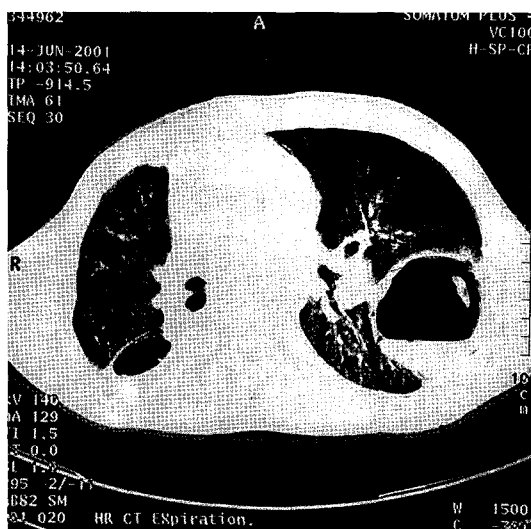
Chest computed tomography, obtained on admission, reveals bilateral pneumatoceles. The wall of the left-sided pneumatocele was thickened, an air-fluid level and surrounding pneumonic infiltration were present.
